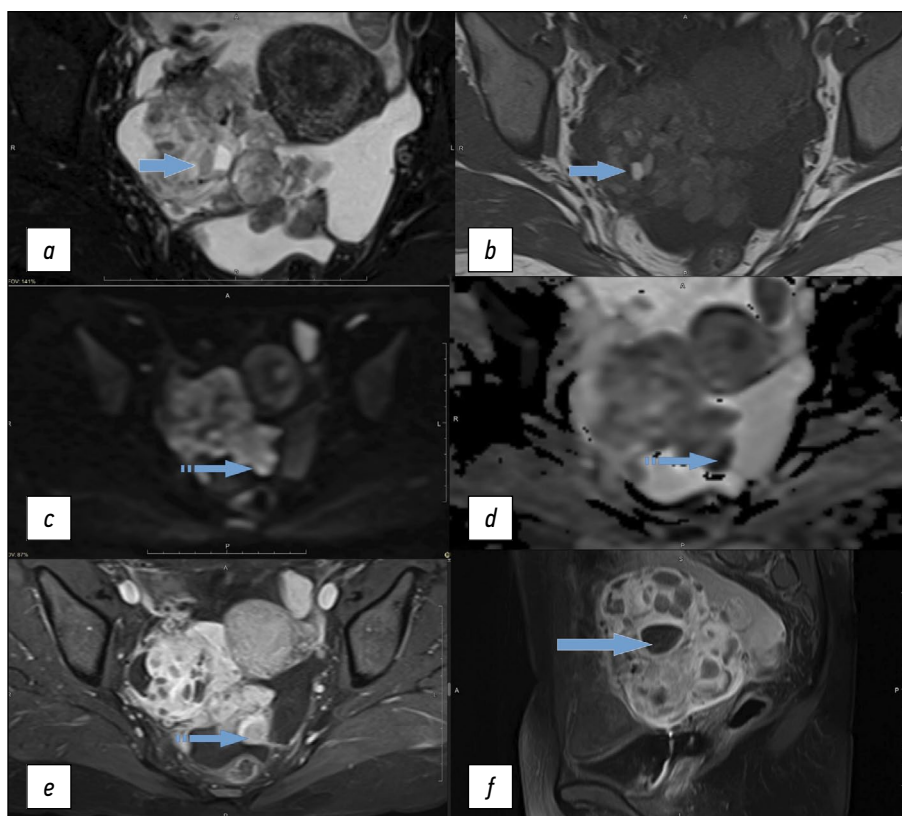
Магнитно-резонансная томография органов малого таза у пациентки Р. со злокачественной струмой правого яичника: *a* — T2-FS-ВИ в аксиальной плоскости; *b* — T1-ВИ в аксиальной плоскости; *c* — DWI ($b=1000$); *d* — ADC-карта; *e* — T1-FS-ВИ + контраст в аксиальной плоскости; *f* — T1-FS-ВИ + контраст в сагиттальной плоскости. Сплошной стрелкой отмечены коллоидные узлы в злокачественной струме яичника правого яичника; пунктирной стрелкой — очаги по брюшине таза с повышенным накоплением парамагнетика и рестрикцией диффузии аналогично солидному компоненту основной опухоли.
